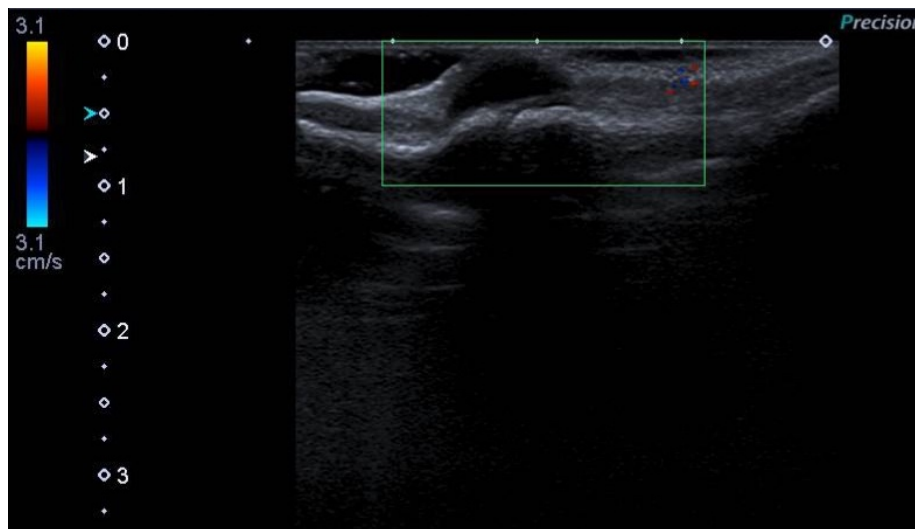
Imagen de ecografía de TCCTS-N en el dorso de la articulación interfalángica del pulgar
